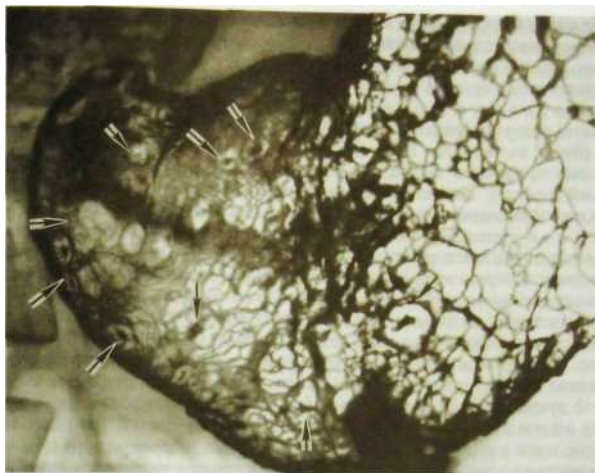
103. Прицельная рентгенограмма желудка (двойное контрастирование). Множественные эрозии (указаны стрелками).
